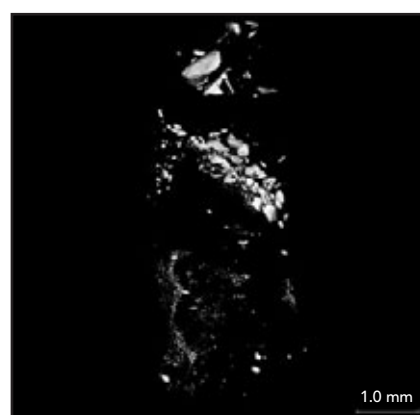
und 8b Mikro-CT-Darstellung des Biopsats von Patient 306 (Gruppe C).
